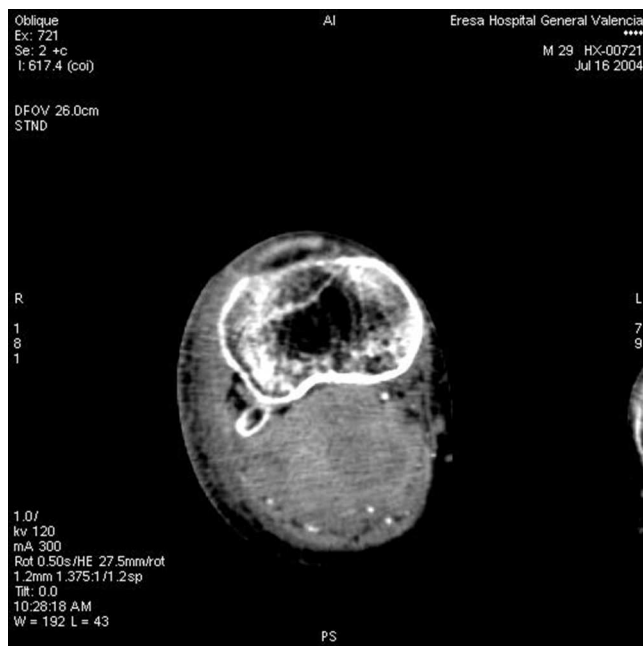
Corte transversal del angio-TAC donde se muestra el pseudoaneurisma.
